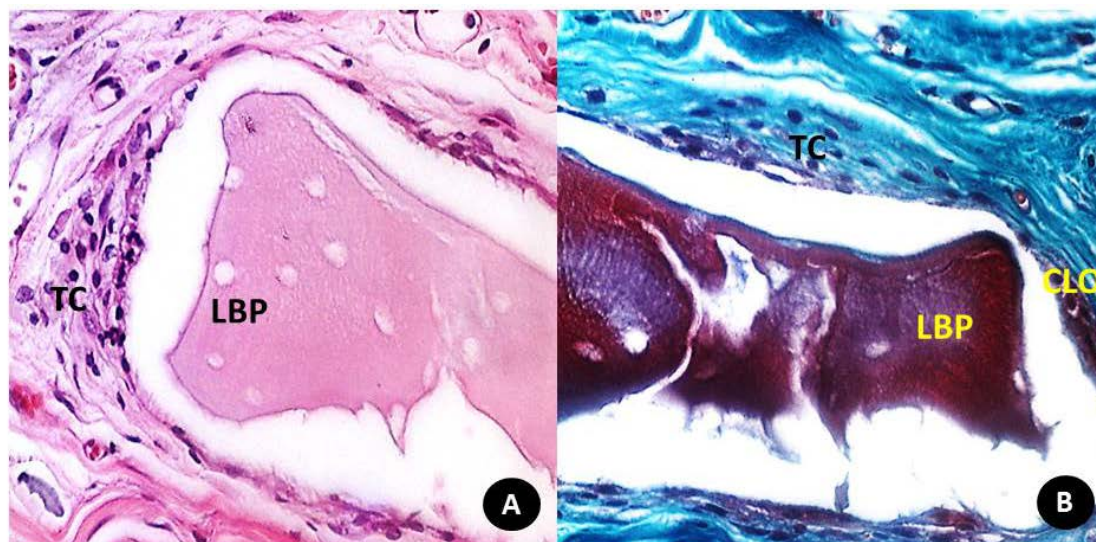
Aspecto histológico em detalhe da relação do biomaterial LBP 40 dias e tecidos circunjacentes na região central do defeito. A – Notou-se tecido conjuntivo (TC) ao redor de partículas do LBP (HE, aumento original 40 X). B- Coloração de tricômico de Mallory exibindo tecido conjuntivo organizado (TC) e presença de células da linhagem osteoblástica (CLO) (aumento original 40 X).
